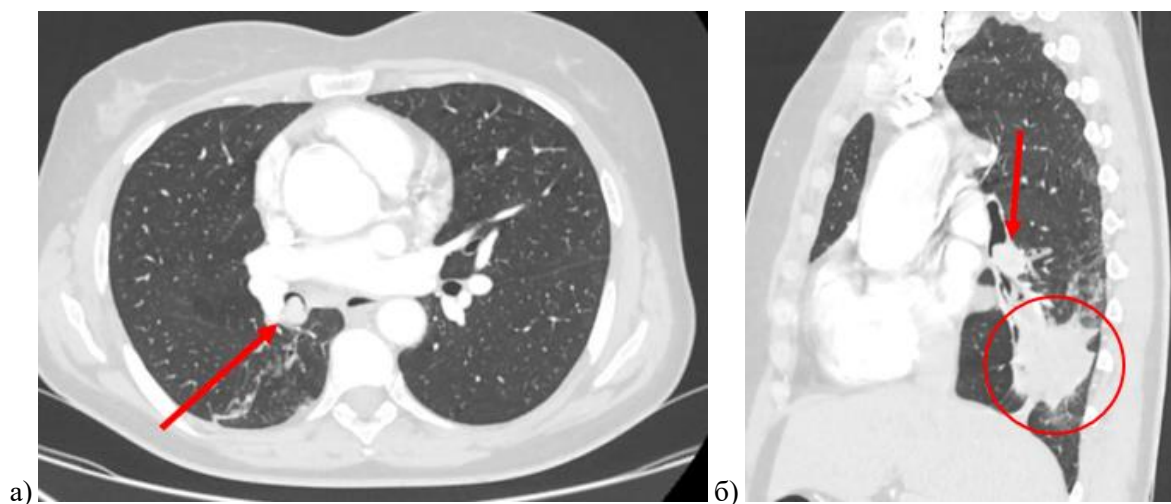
(рисунки из архива ФГБУ «РНЦРР» МЗ России) МСКТ органов грудной клетки (центральный карциноид): а) аксиальный срез - в просвете нижнедолевого бронха, с незначительным распространением в промежуточный бронх, мягкотканое образование, неоднородно накапливающее контрастный препарат, размерами до 1,7х1,0х1,7 см. б) сагитальный срез - нижняя доля правого легкого субтотально в ателектазе (стрелкой отмечено мягкотканное образование)
